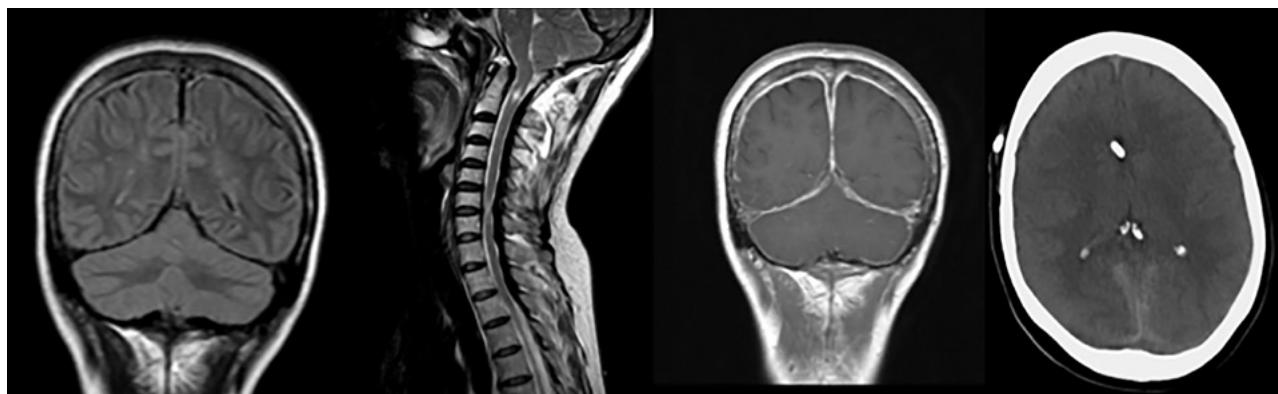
RM cráneo y columna cervical. Arriba a la izquierda, imagen en T2 donde se ve el tentorio y la hoz hipointenso y engrosado. A la derecha, RM de columna cervical sagital que muestra el engrosamiento del ligamento amarillo a nivel cérvicodorsal y los restos de siringomielia cervical tras la descompresión de fosa posterior. Abajo, izquierda, cortes coronales en T1 con gadolinio, observándose la captación de la duramadre de la convexidad, del tentorio y de la hoz, con una zona hipointensa en el interior, sobre todo en la hoz cerebral. A la derecha, TC de cráneo con catéter proximal normoposicionado y ventrículos en hendidura.
